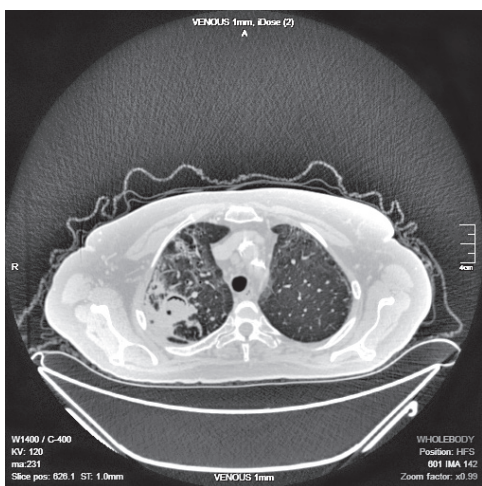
Аксіальний зріз КТ ОГК хворої В. із діагнозом підгострого аспергілезу верхньої частки правої легені
